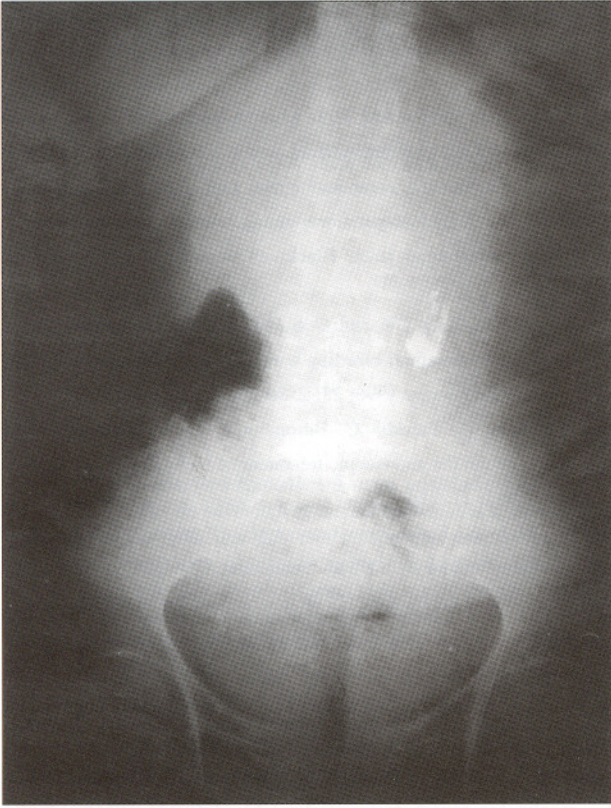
Radiografia de abdómen simples ao cabo de 2 meses da aplicação de colas, observando-se depósito de Histoacryl® na parede gástrica.
